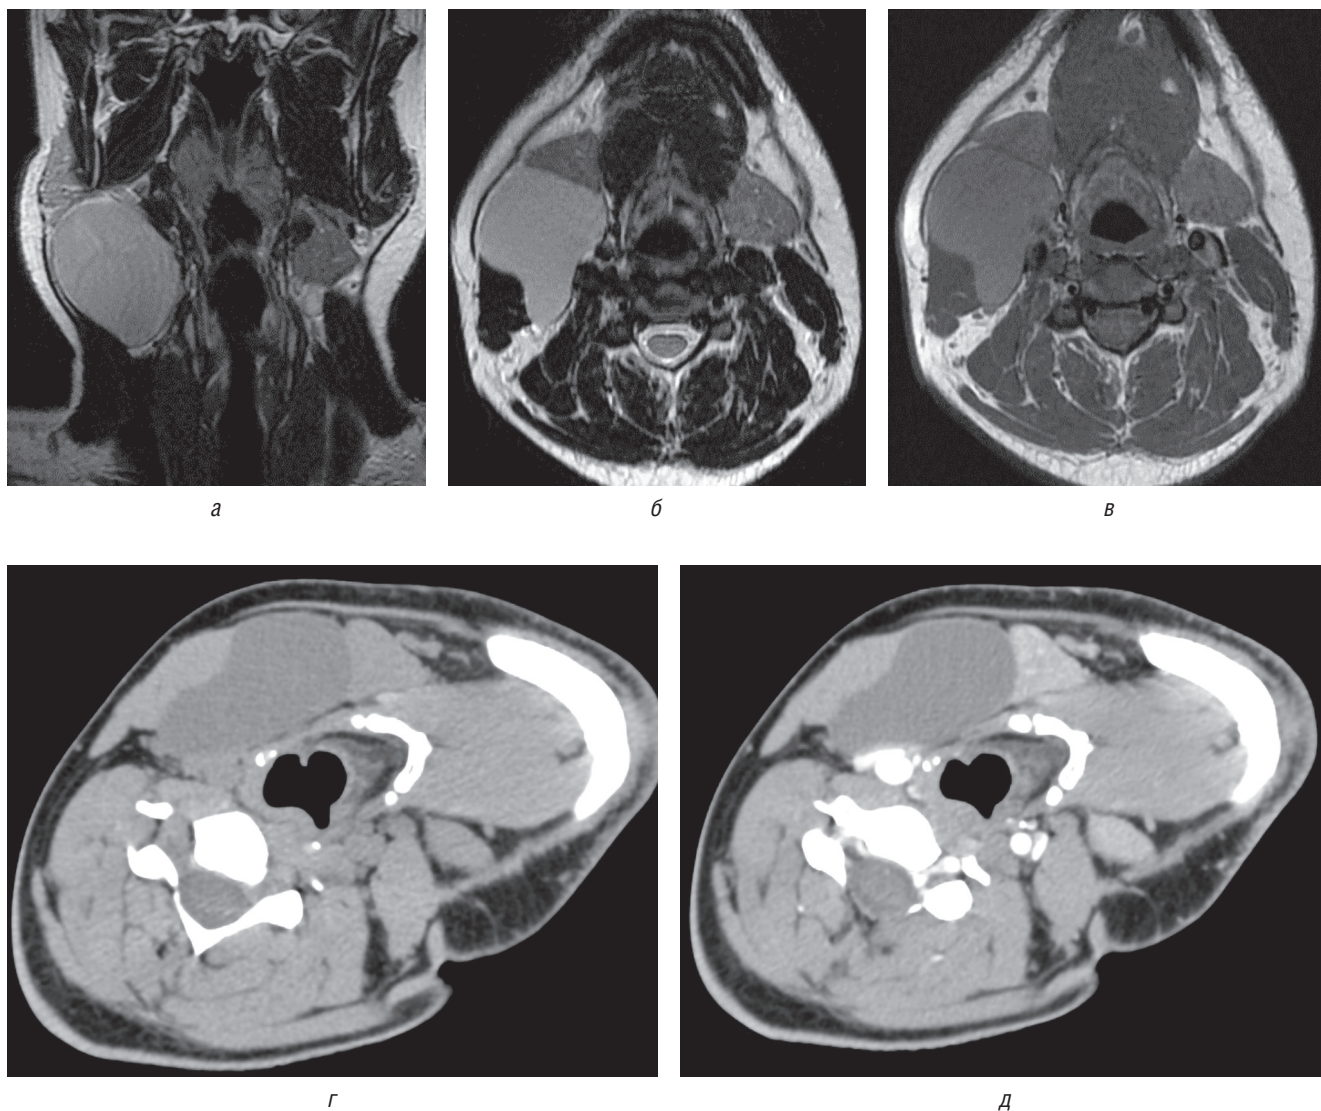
Пациент К., 24 года. Визуализация боковой кисты шеи: а–в — МРТ мягких тканей шеи, T2-ВИ корональной (а) и аксиальной (б) проекции, а также T1-ВИ (в) в аксиальной проекции. Визуализируется кистозное образование неправильной формы по боковой поверхности шеи справа, с объемным воздействием на окружающие мягкие ткани; г, д — МСКТ мягких тканей шеи нативно (г) и с внутривенным контрастированием (д) в условиях атипичной укладки (с поворотом головы в здоровую сторону). Визуализируется кистозное образование, раздвигающее сосуды и мягкие ткани, не накапливающее контрастный препарат после его внутривенного введения
